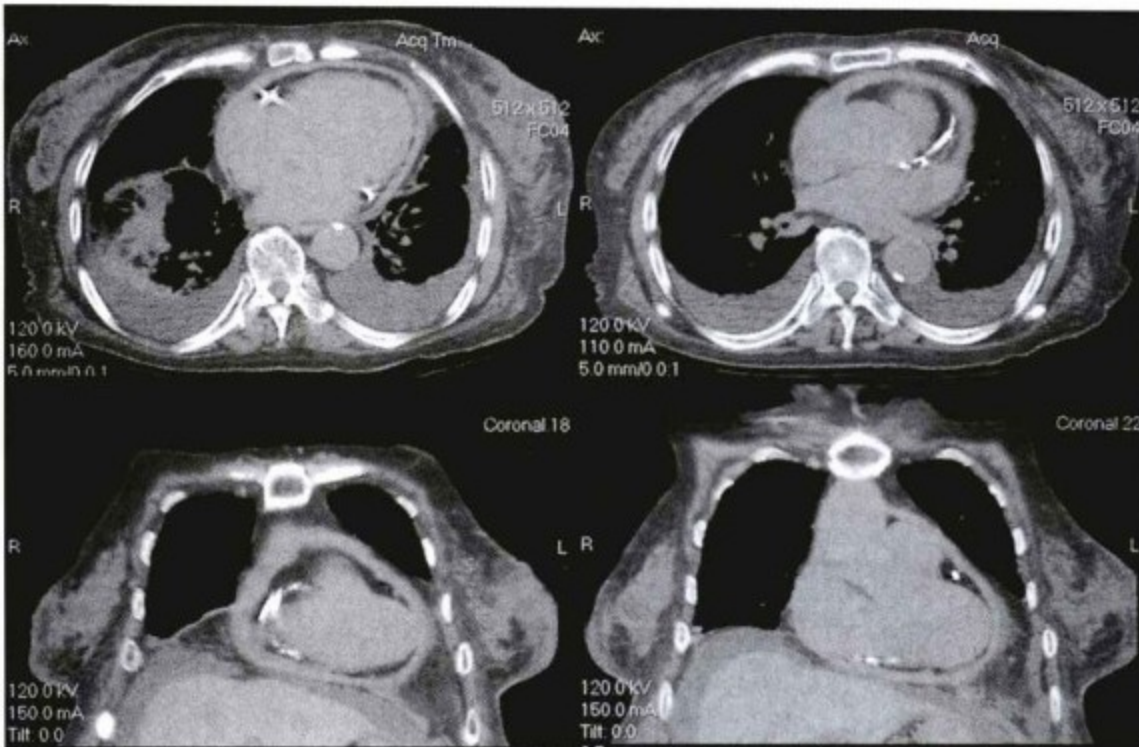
一个伴有肾功能不全的患者的非同步非增强胸部CT影像。心包增厚广泛,在轴位(上)和冠状位(下)均可看到,心影表现为较低的衰减影,等同肋间肌,钙化较为广泛不是在心包而是发生在冠状动脉。尽管缩窄性心包炎时心包钙化通常累及房室间沟和室间沟,而冠状动脉通常也在此处,左下角的图像提示房室层面有两条右冠状动脉钙化线。
